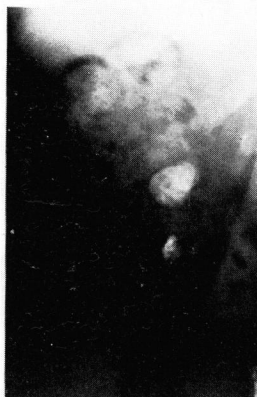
Case 2. S. I., 21-year-old female, bilateral staghorn calculi. a: Pre- and postoperative IVP, b: Pre- and post-operative DMSA renal scintigrams and uptakes
